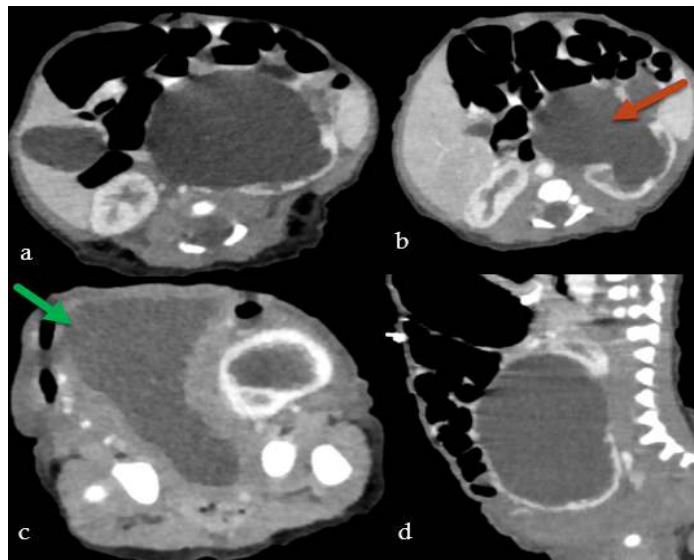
TDM abdomino-pelvienne en coupes axiales (a, b, c) et sagittale (d) après injection de PC
